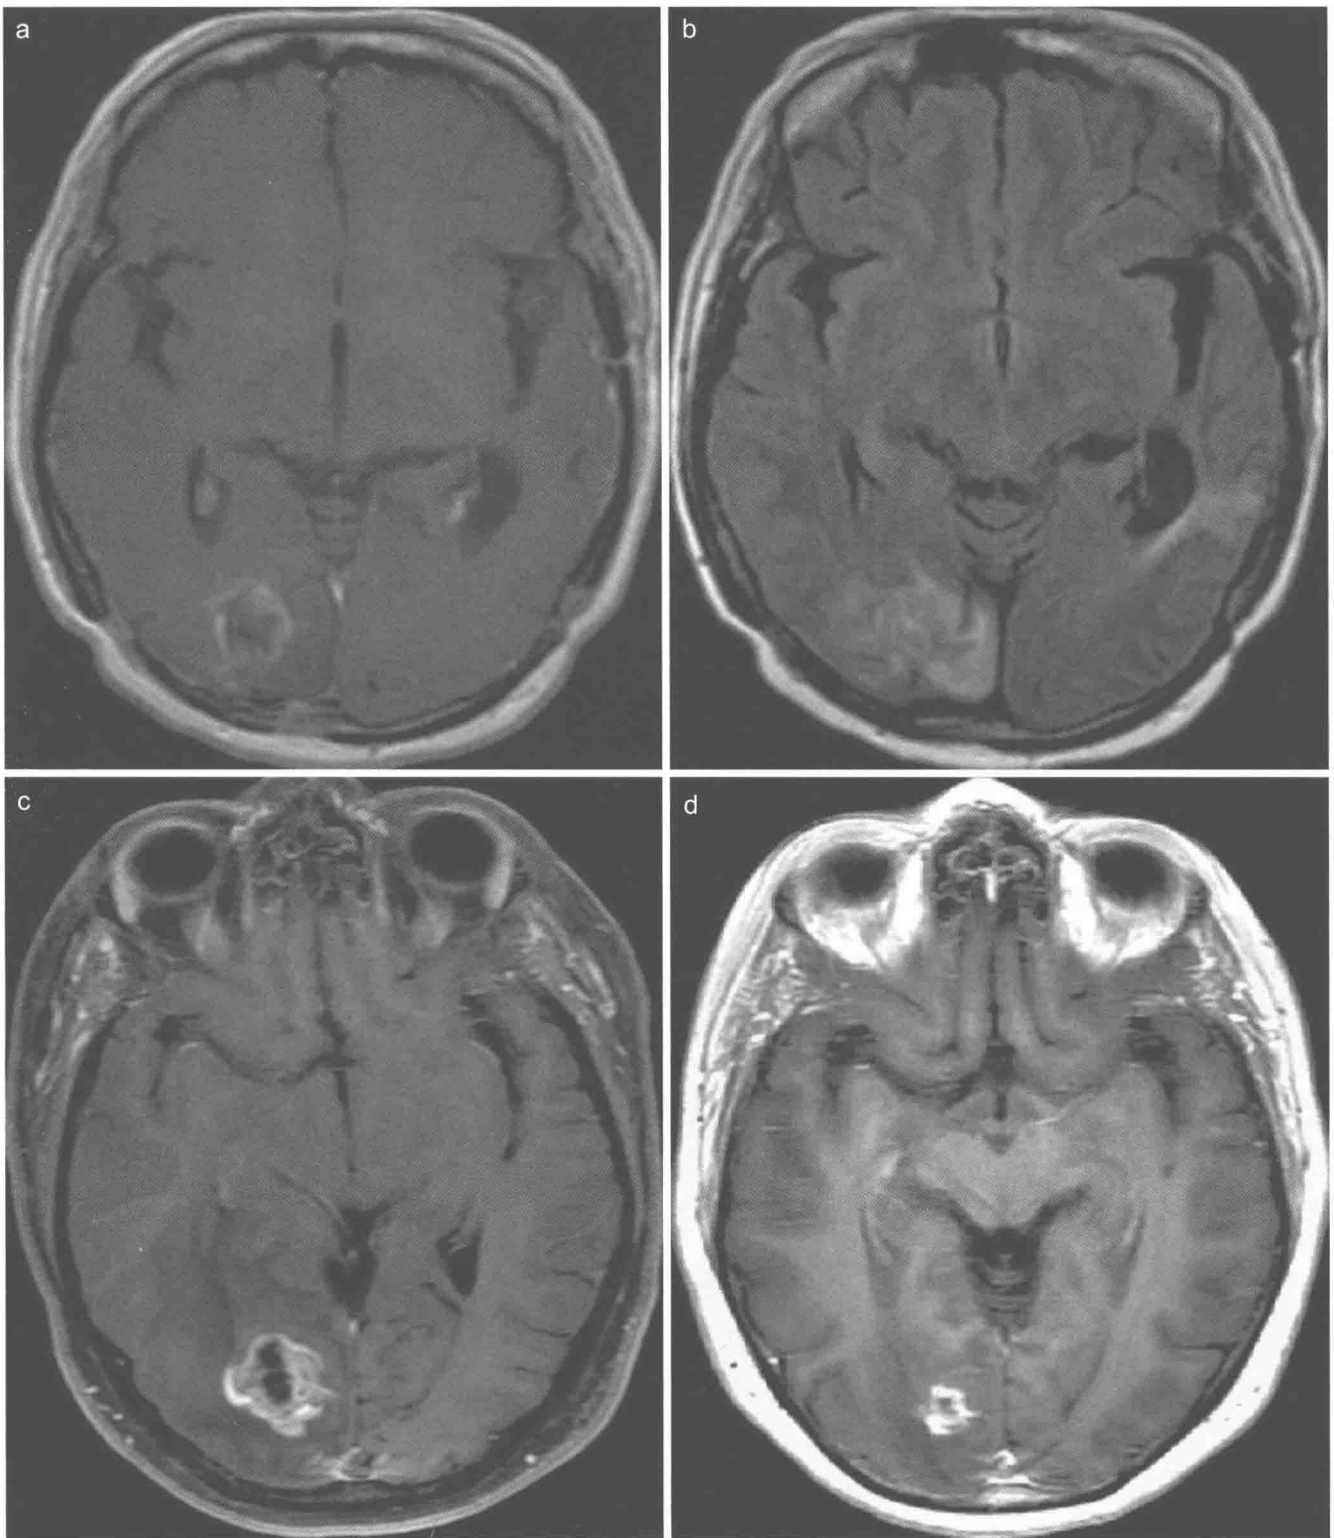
转移瘤。横轴位增强 T1WI (a) 和 FLAIR (b) 图像显示右枕叶不均匀强化的转移瘤。可见左颞开颅术及左侧颞叶术后改变。枕叶的转移瘤在立体定向放射治疗 (stereotactic radiosurgery, SRS) 后 6 个月, 脂肪抑制增强 T1WI (c) 显示在治疗部位增大的肿块, 不均匀强化。因为患者无症状, 此肿块被认为是放射性坏死, 因此没有后续治疗。9 个月后增强 T1WI (d) 显示放射性坏死减少。
